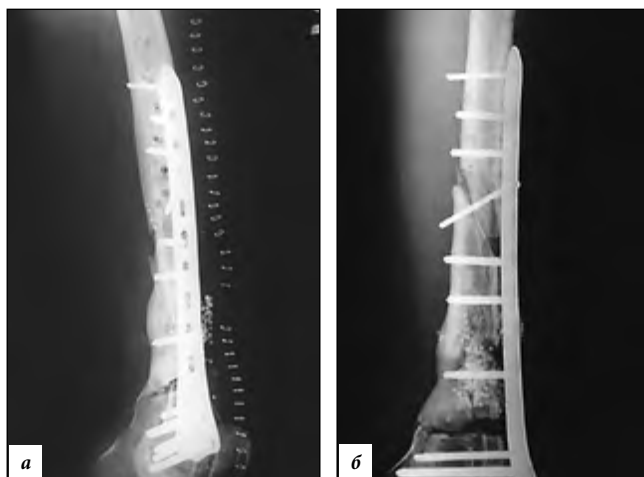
Рентгенограммы (а – боковая проекция, б – прямая проекция) после этапного одномоментного удлинения бедренной кости на 2,5 см за счет двухуровневой косой и «клиновидной» остеотомии.
